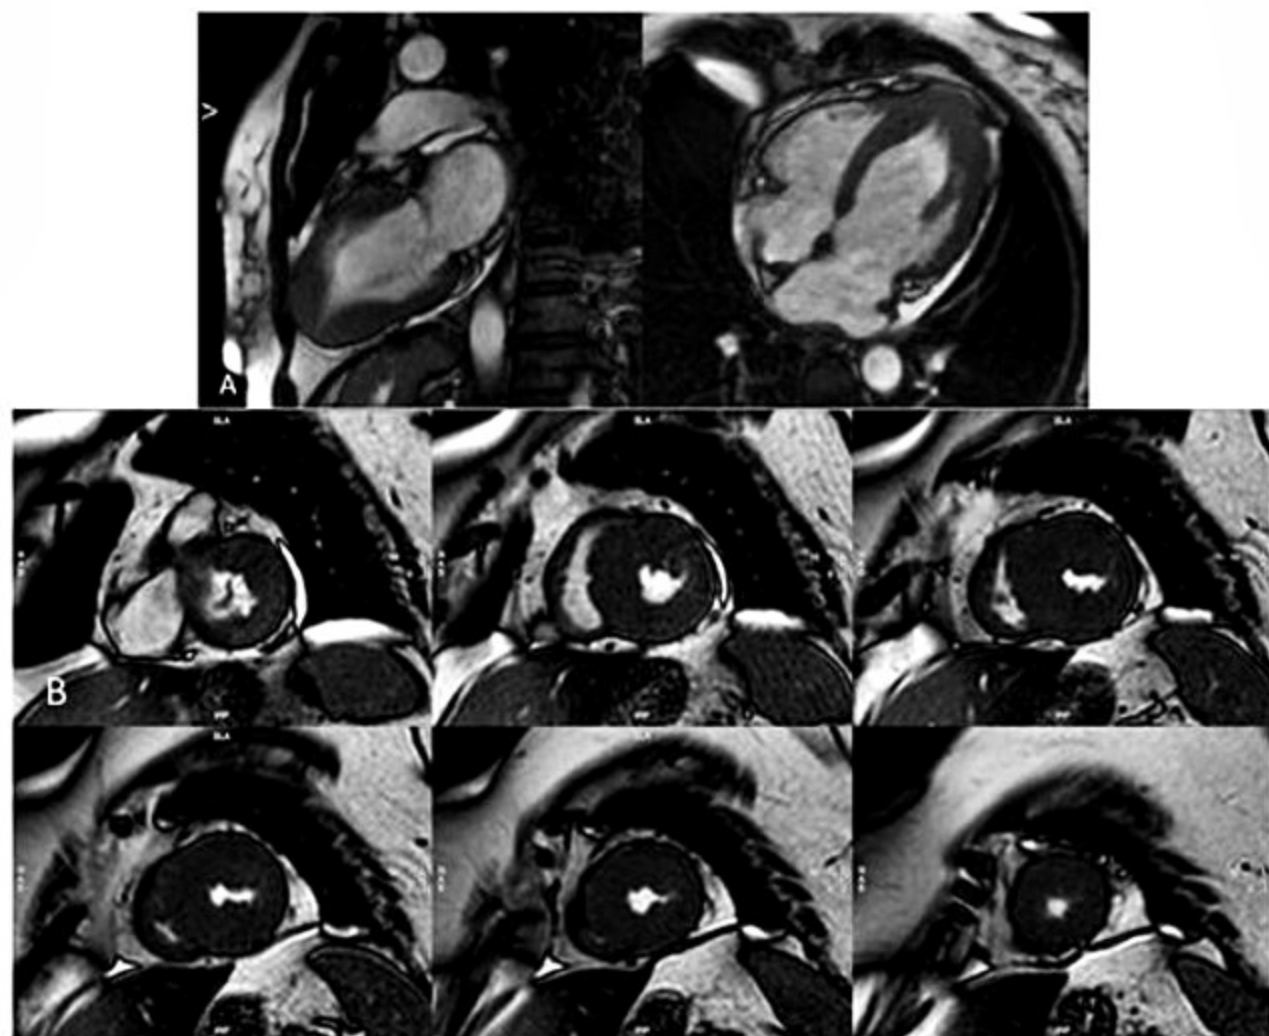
Imagens de cinerressonância de cardiomiopatia hipertrófica (CMH). A: Eixos longos de CMH apical. B: Cortes do eixo curto do VE (base a ápice) mostrando CMH assimétrica.
